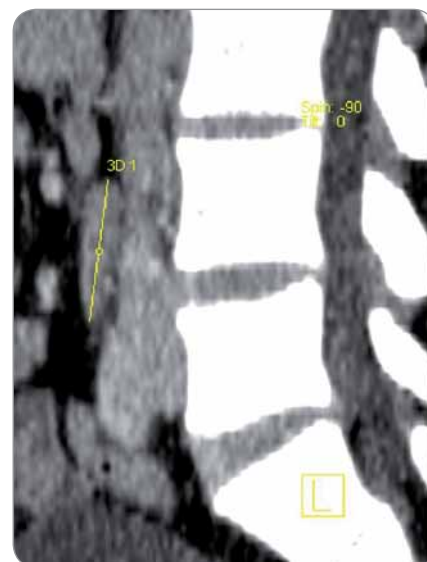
Sagittal CT of pathologic para-aortic lymph nodes.
